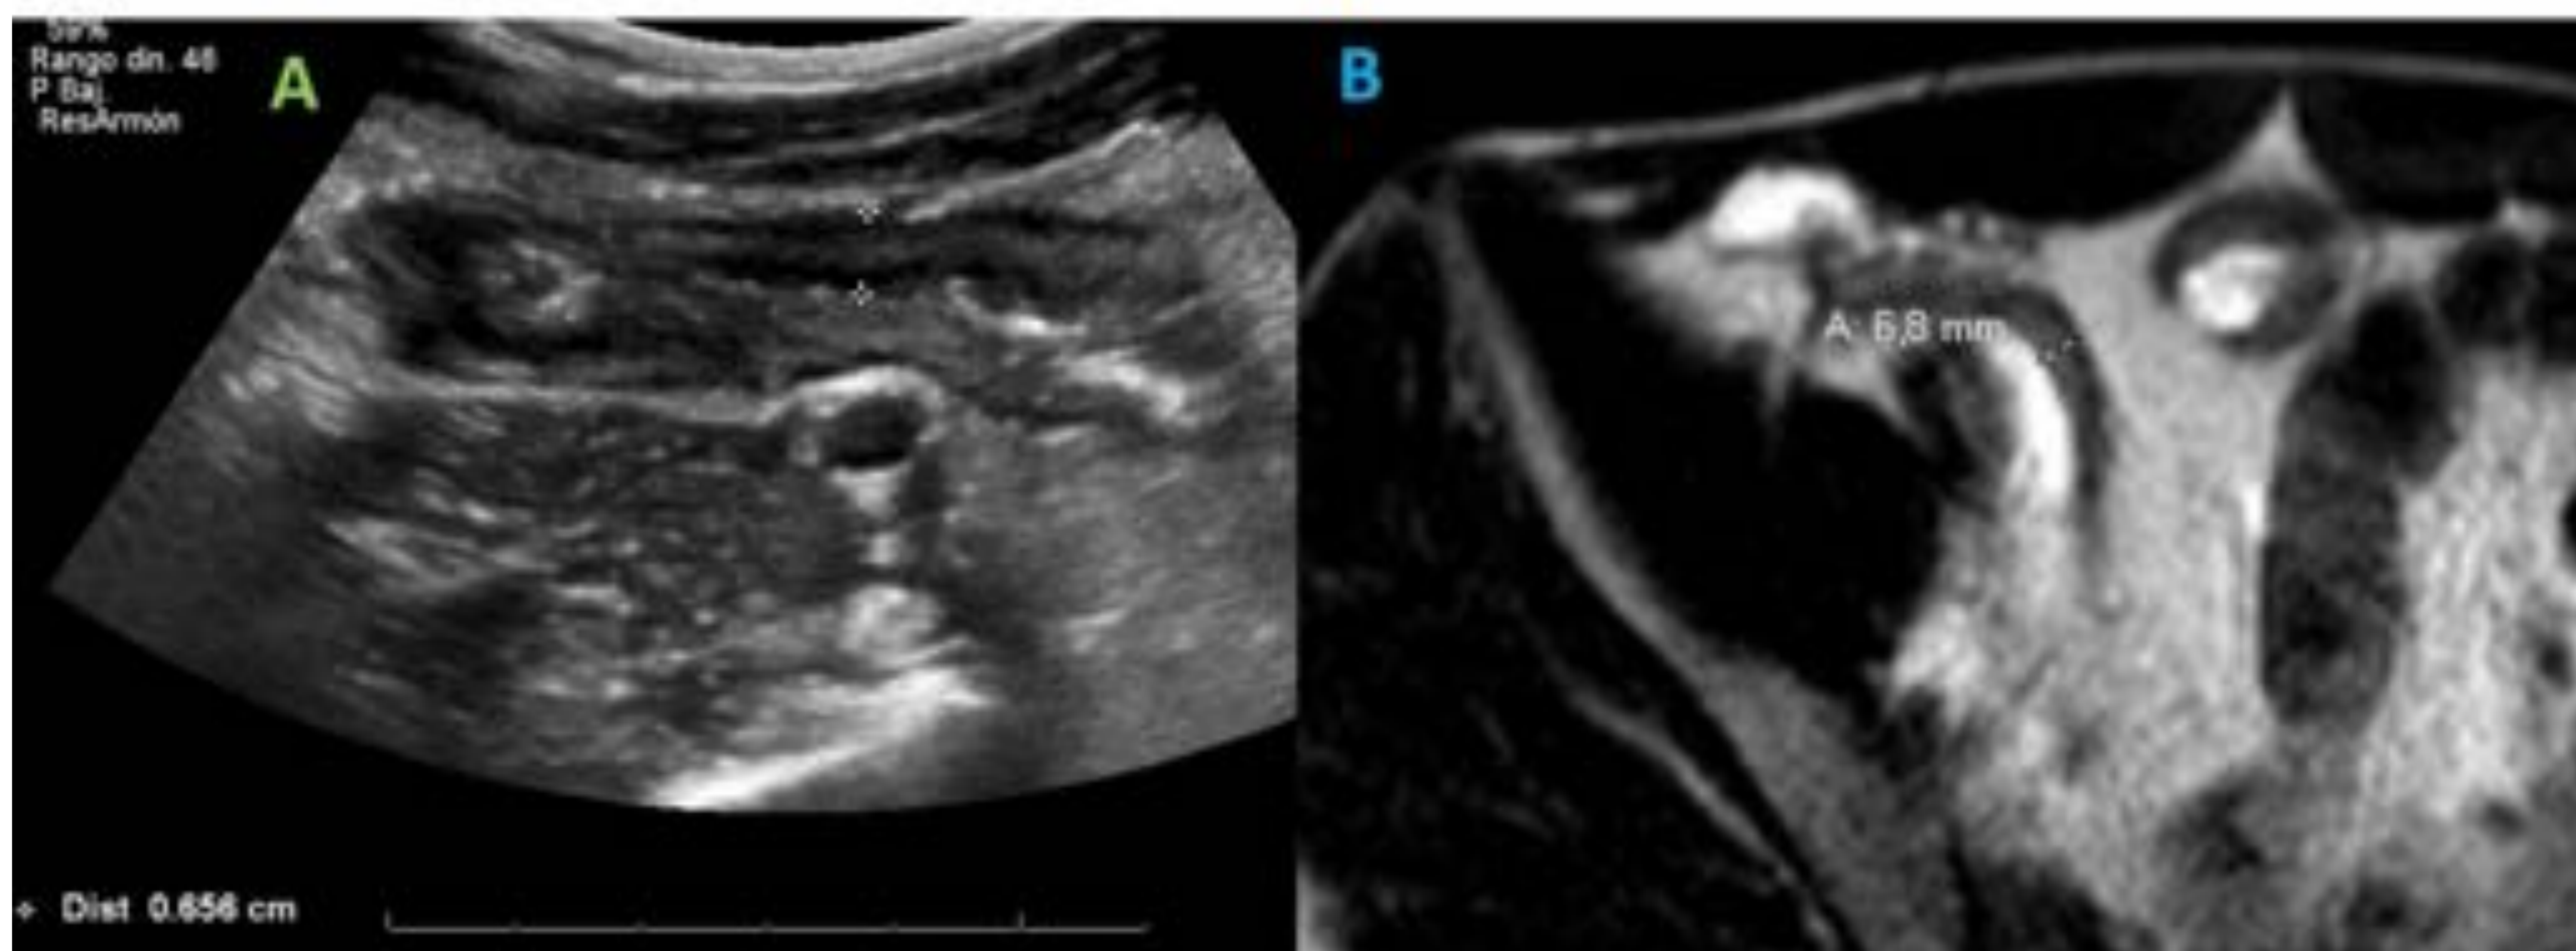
Engrosamiento mural: Correlación ecografía-entero RM en la valoración del engrosamiento parietal de un asa de íleon terminal.
